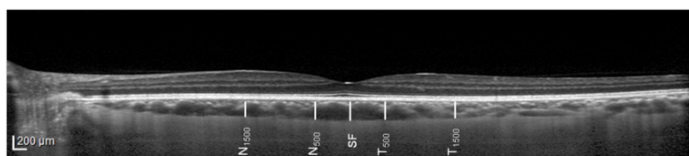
Demonstrative images for choroidal thickness measurements on EDI-OCT. Central macular thickness (CMT) and subfoveal choroidal thickness (SFCT). The CT at nasal (N) and temporal (T) distances of 500 μm (N500 and T500, respectively) and 1500 μm (N1500 and T1500, respectively) from the central fovea were determined using this technique.
